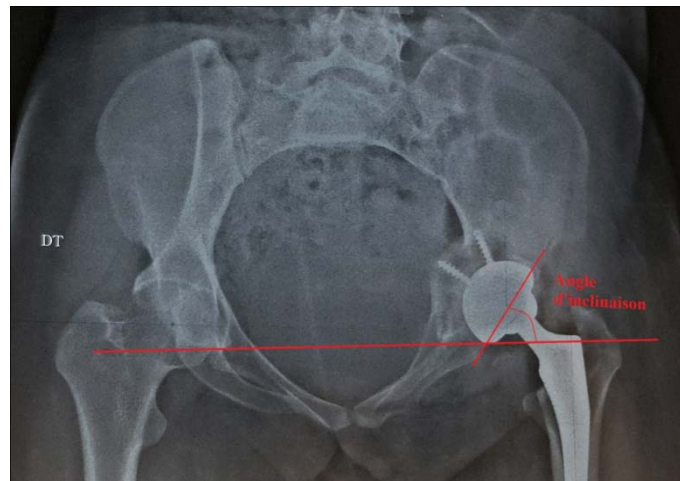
Radiographie postopératoire: Mesure de l'angle d'inclinaison selon Sutherland
